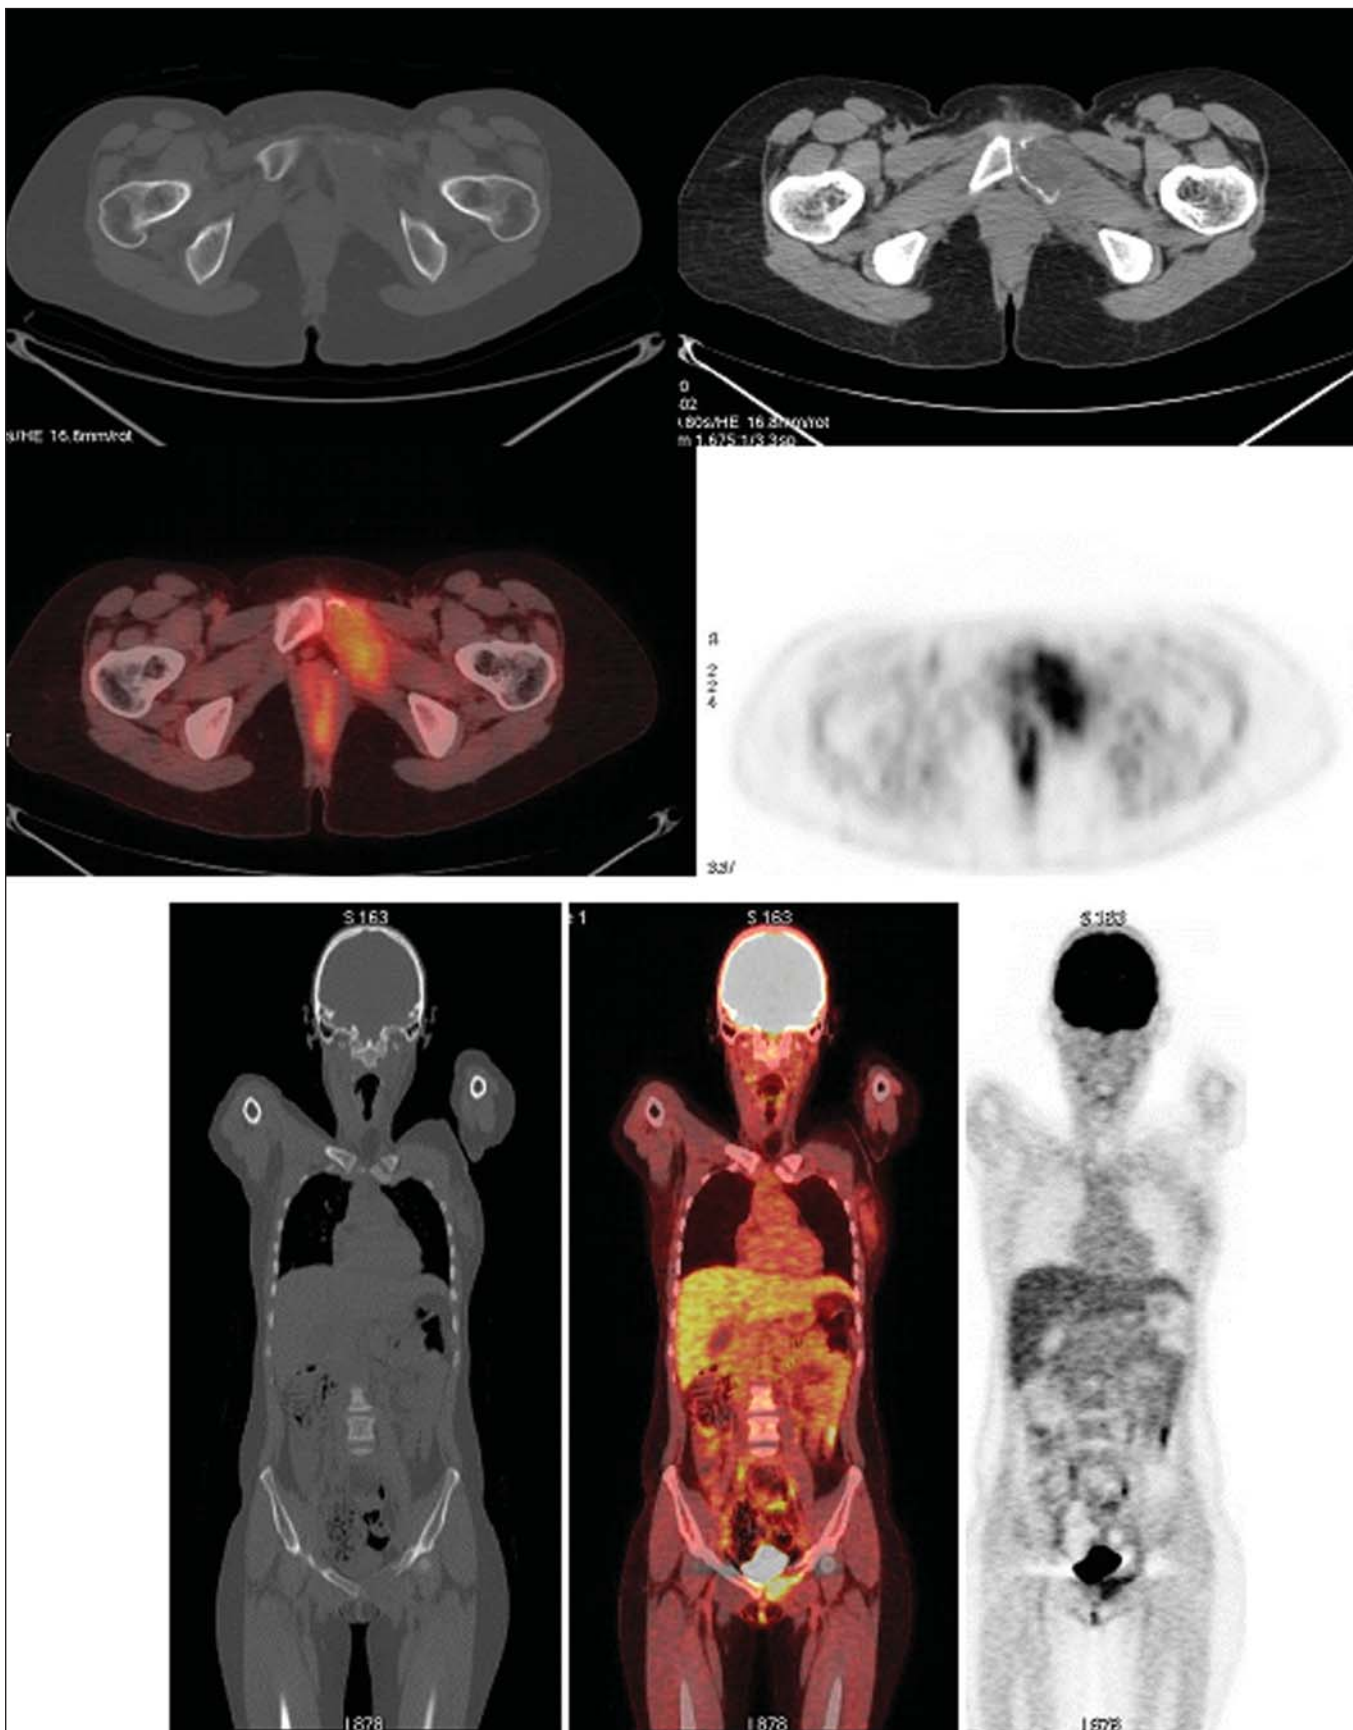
PET/CT de paciente do sexo feminino, 13 anos de idade, com diagnóstico de sarcoma de Ewing. Observa-se formação expansiva lítica acometendo principalmente o ramo isquiopúbico esquerdo, com rotura da cortical óssea e componentes de partes moles comprometendo o músculo obturador interno e adutor magno, mostrando hipermetabolismo glicolítico (SUV máx. = 2,1), sem outras lesões detectáveis ao método.
